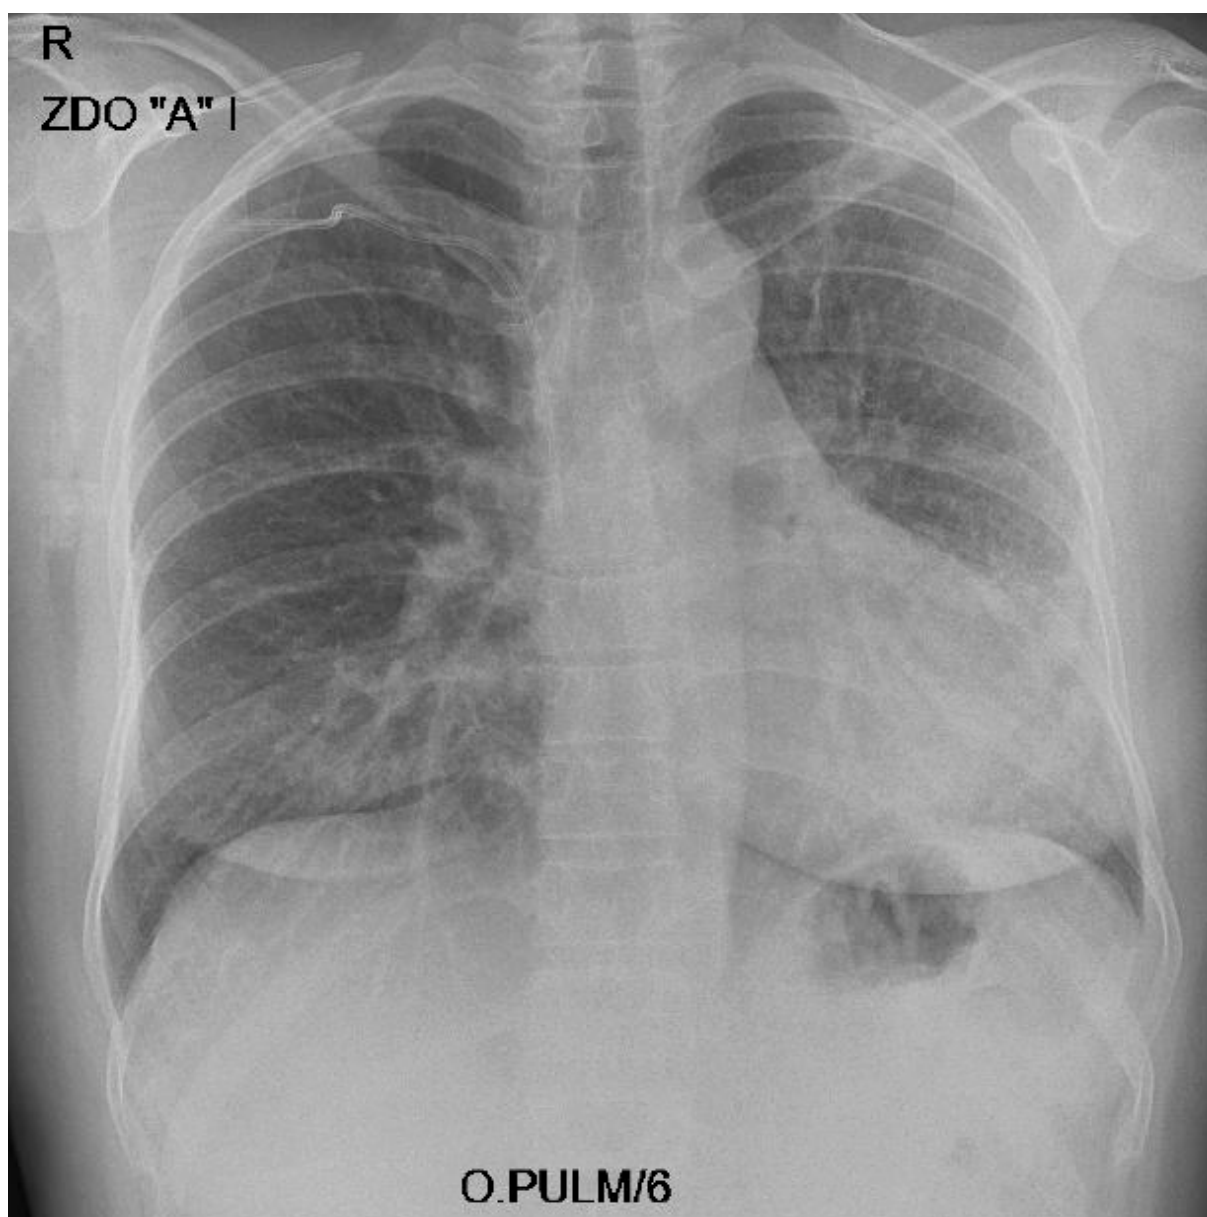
Chest X-ray (20 day) - in the lower part of the left lung macular thickening with inflammatory changes, right lung field without changes
